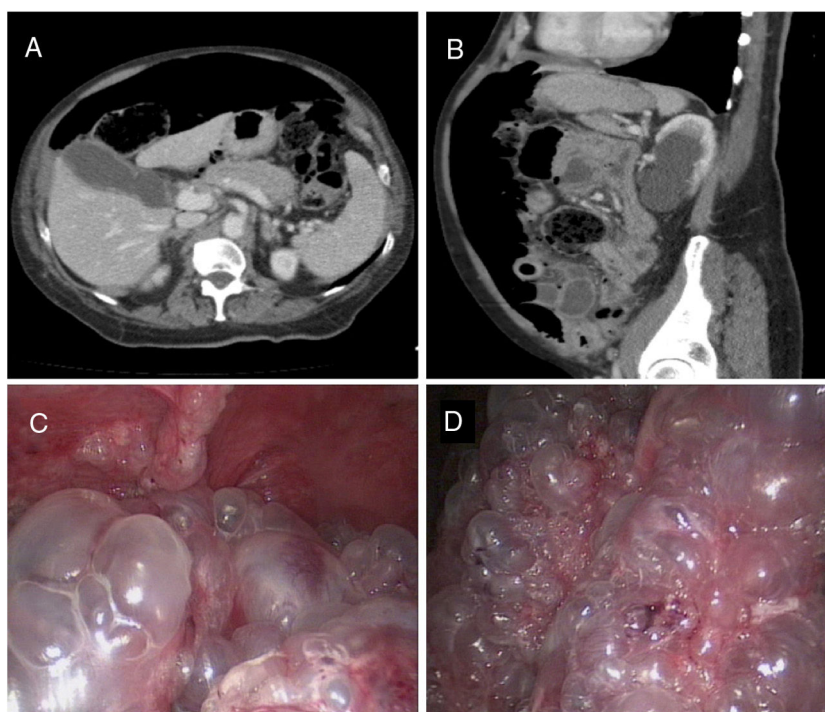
Cortes axial (A) y sagital (B) de tomografía axial abdominopélvica con contraste intravenoso; se observa abundante neumoperitoneo y engrosamiento de las paredes del intestino delgado con desestructuración de la misma a nivel del yeyuno. En las imágenes intraoperatorias de laparoscopia exploradora (C y D) se observa la presencia de múltiples quistes aéreos en la subserosa de la pared del intestino delgado.
